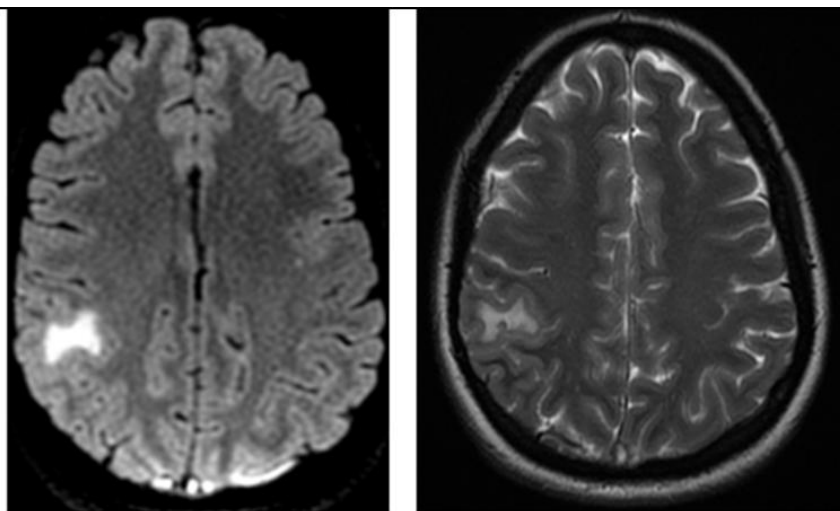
RM cerebral secuencias T2 Flair y T2 en plano axial. Hiperintensidad de señal subcortical postrolándica superior derecha sugestiva de zona de infarto venoso.
